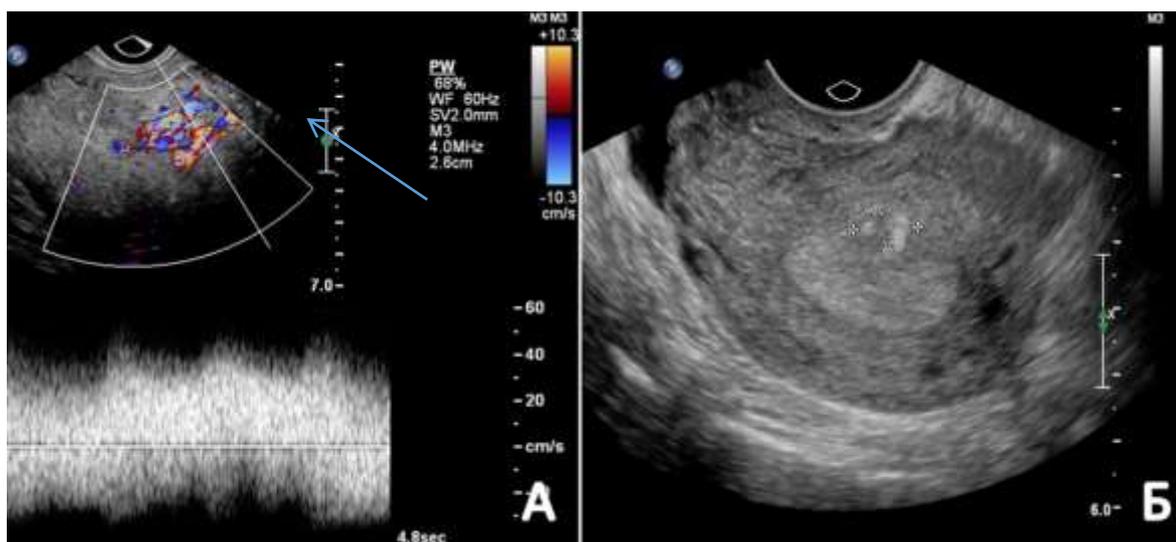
А - эхограмма трансвагинального УЗИ с доплерографией, стрелкой отмечены оставленные дольки с высокоскоростным кровотоком турбулентного характера.
